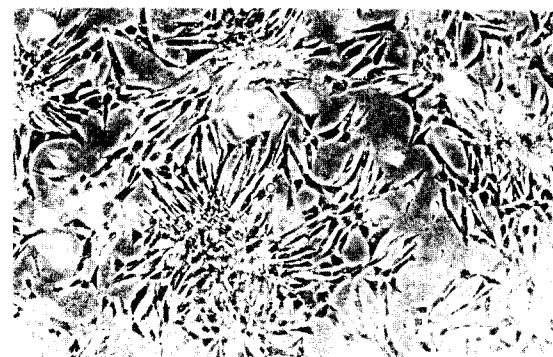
복 강내 이식된 기도조직의 일차배양 7일경으로, 대부분 방추형세포로 단층세포층이 형성되었다($\times 100$).
